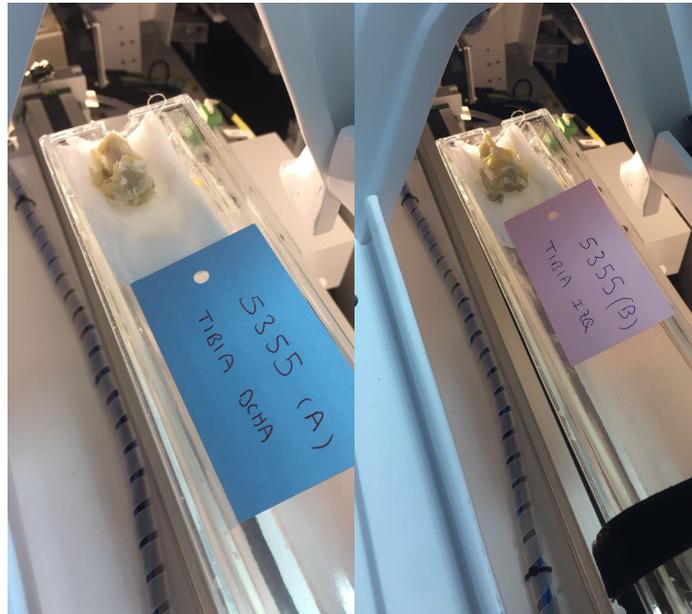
Adquisiciones mediante microtomografía computerizada
